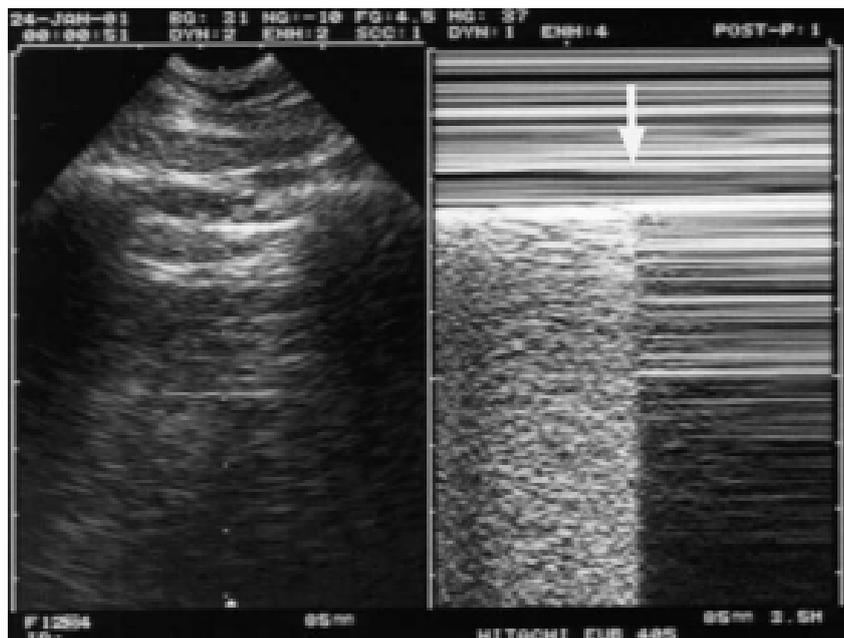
Coupe échographique montrant un épanchement pleural aérien. [60]
